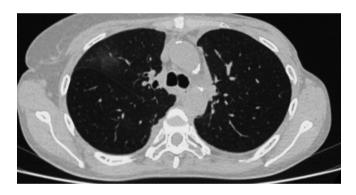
КТ органов грудной полости: в правом легком зоны «матового стекла» и очаги с тенденцией к слиянию; в левом легком – участок консолидации с умеренным нарастанием объема
